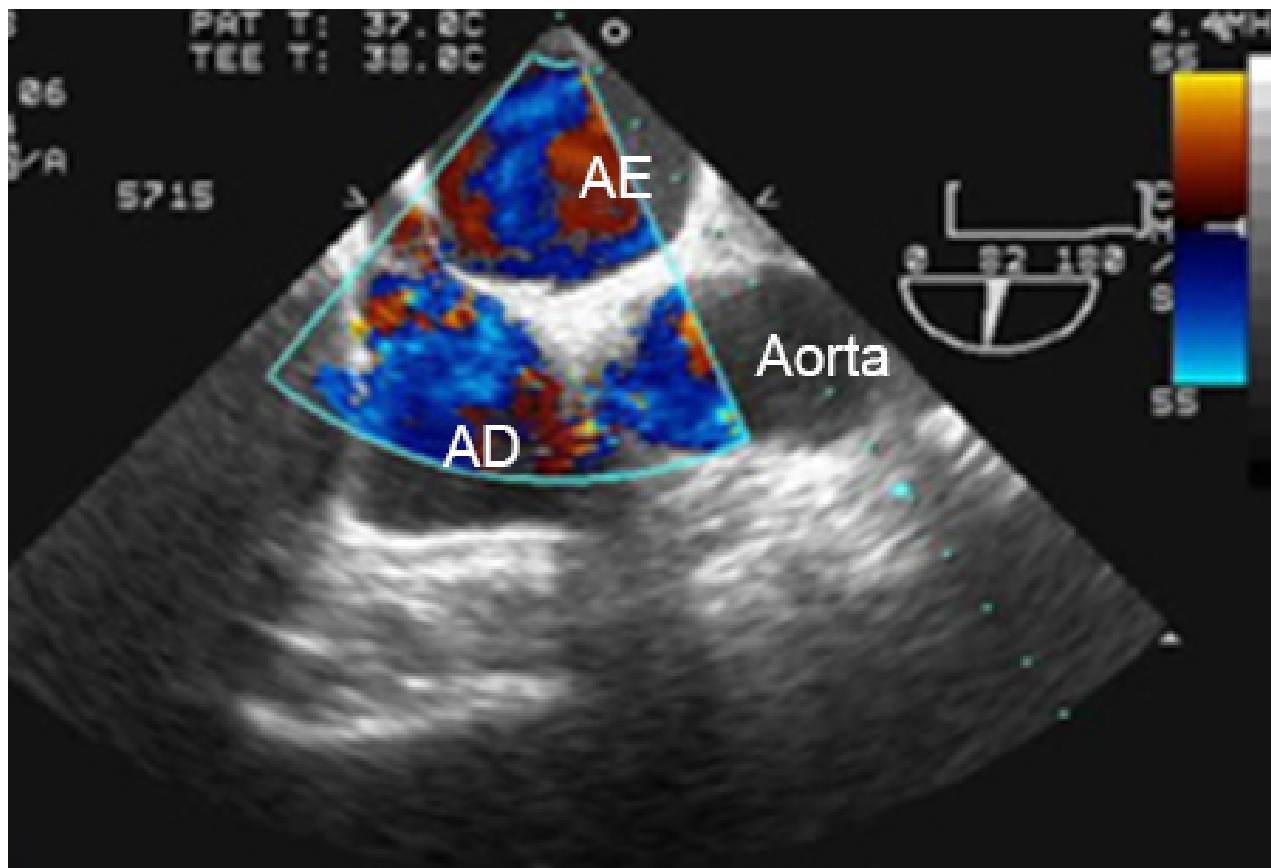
Ecocardiografia transesofágica com dopplerfluxometria colorida mostrando a presença de forame oval patente (FOP)
